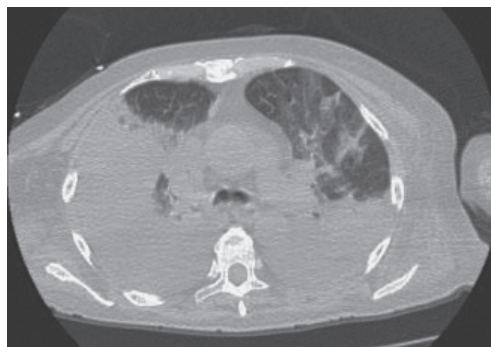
胸部 CT. 両肺上葉の浸潤影を認める.
